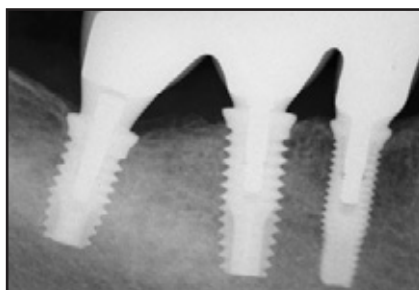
Röntgenaufnahme, die 2 Jahre nach der Belastung gemacht wurde. Das Knocheniveau ist stabil.
